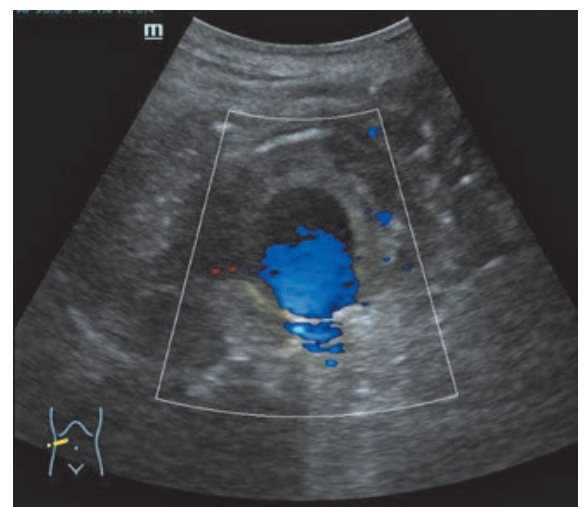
Sonografische Darstellung des Aortenaneurysmas, erstmaliges Aufkommen der Differentialdiagnose eines mykotischen Aortenaneurysmas (MAA).
